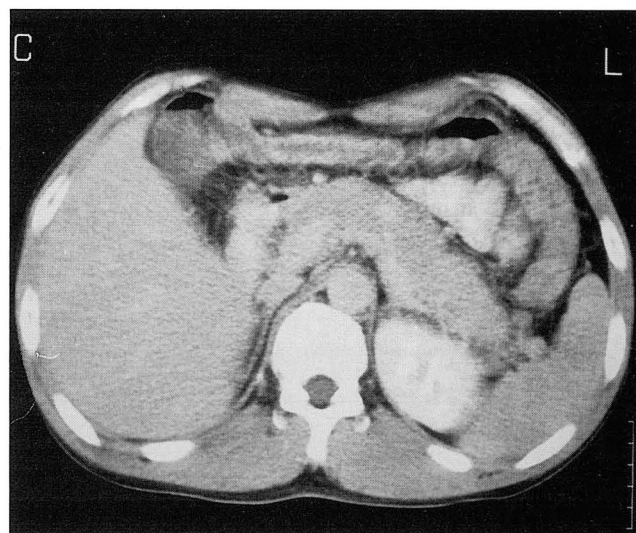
CT scan of the pancreas shows mild enlargement with slight indistinct contour. Peripancreatic inflammatory change is not seen.(Grade C).
